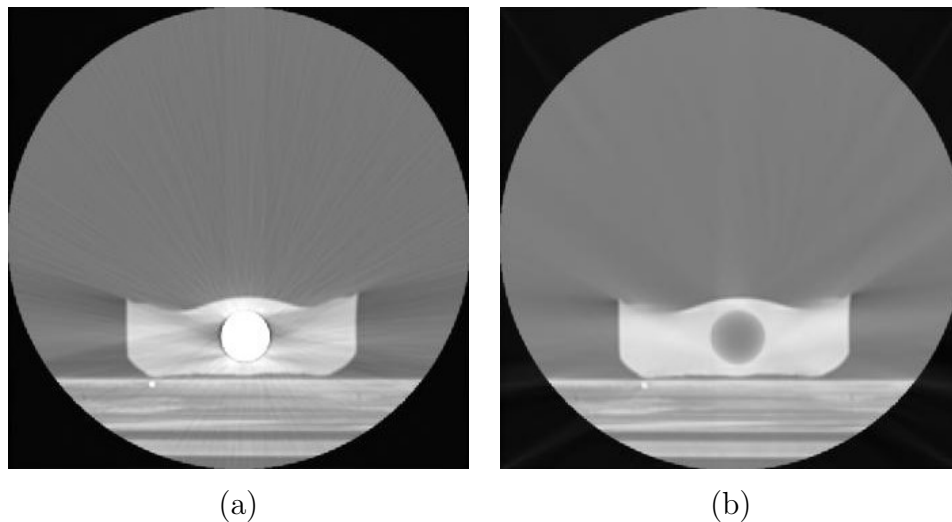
Imagens de CT do fantoma heterogêneo 1 . Imagem pela técnica de RPF sem correção e por interpolação apenas *spline*, respectivamente.
